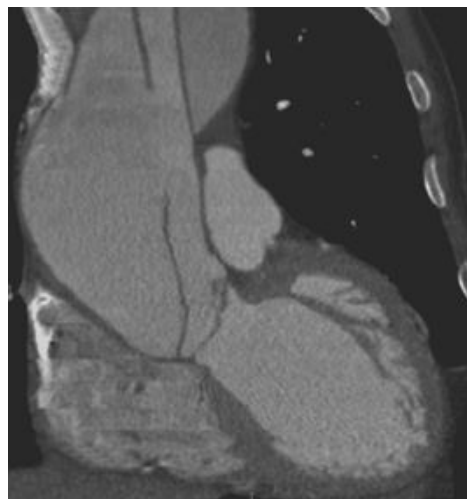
Angio-TC do tórax do paciente com reconstruções específicas
